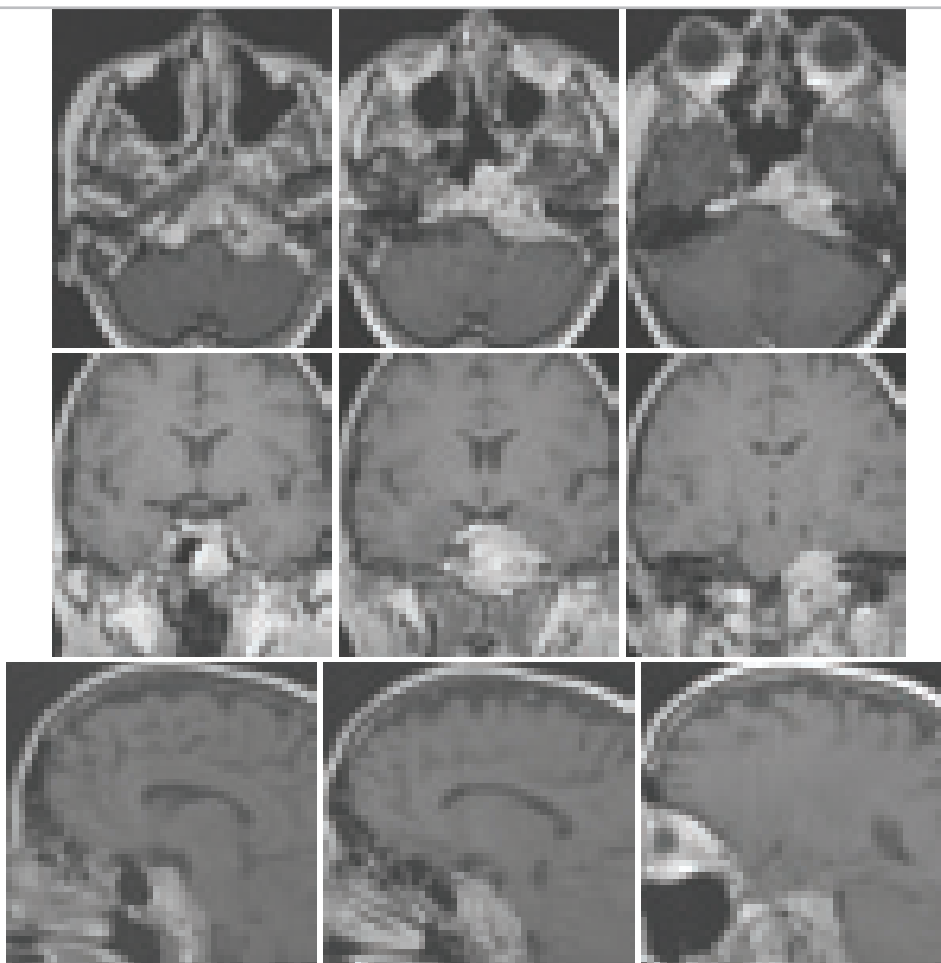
Петрокливальная менингиома с инфильтративным ростом в кости основания черепа. T1-взвешенные МРТ с контрастом больной 52 лет.
